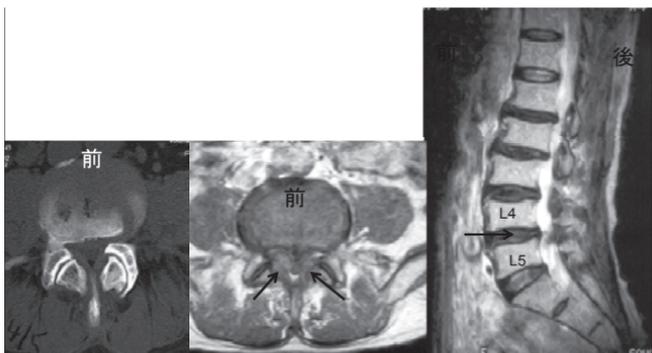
縦に帯のように伸びている白い脳脊髄液が、第4腰椎（L4）と第5腰椎（L5）の間の矢印の部分で途切れているのが分かります。この部分の横断面の画像が中央です。本来神経が入っている脊柱管という管が、左右の後ろから圧迫されて狭くなっています。左の画像はCTです。
